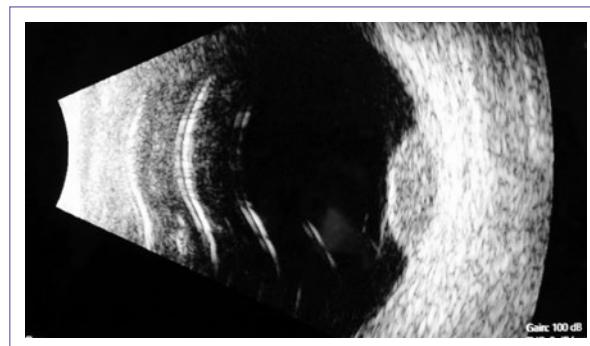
Ecografía modo B de ojo izquierdo. Se observa imagen anexa, masa sólida dependiente de coroides y desprendimiento de retina sobre el área de la lesión, concluyendo enfermedad metastásica coroidea en ojo izquierdo.
